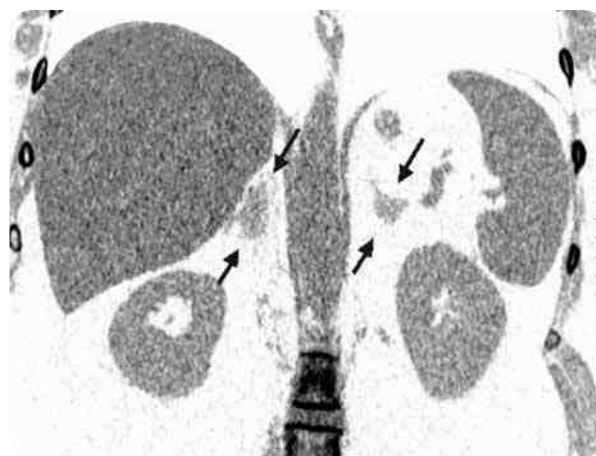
Мультиспиральная КТ: двусторонняя узелковая гиперплазия надпочечников при БИК
